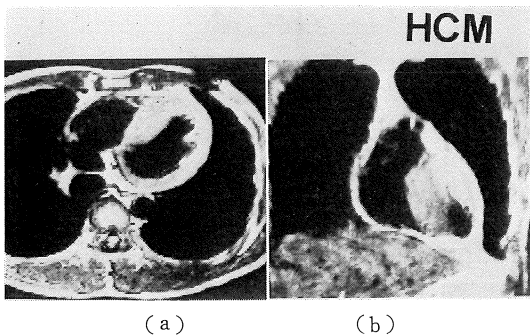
Representative case of hypertrophic cardiomyopathy (a) transverse section, (b) coronal section. Asymmetric hypertrophy and narrowing of left ventricular outflow tract were clearly observed by MRI.
